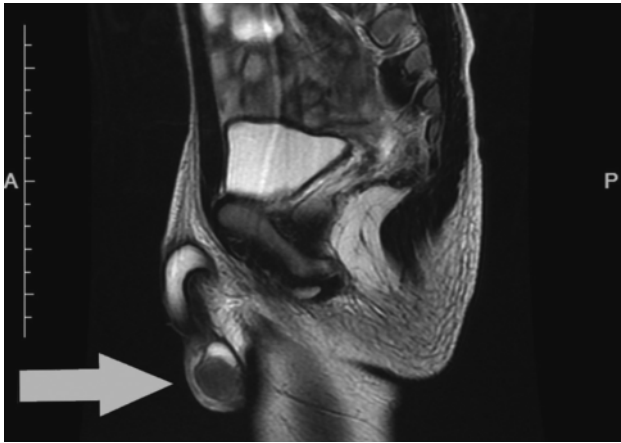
T2-weighted sagittal MRI of pelvis shows a mass lesion of size around 20 mm in the right testis.
